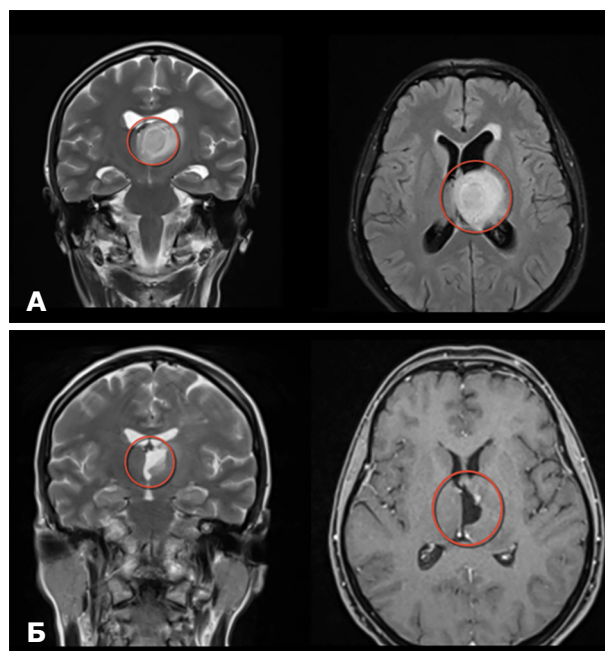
МРТ головного мозку до операції (А) та через 3 міс після операції (Б). Тотальне видалення пухлини лівого таламуса (ПГЗ – анапластична астроцитома, Gr III). Гідроцефалія у післяопераційний період регресувала
